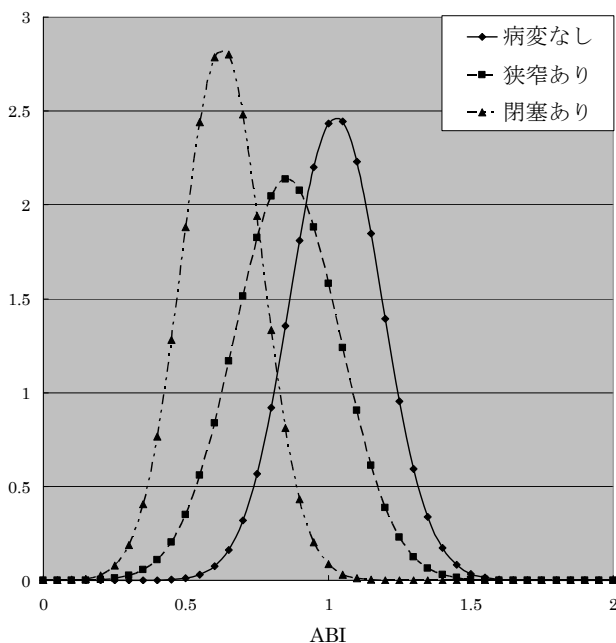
下肢動脈CT所見の病変部位によるABI測定値の変化
